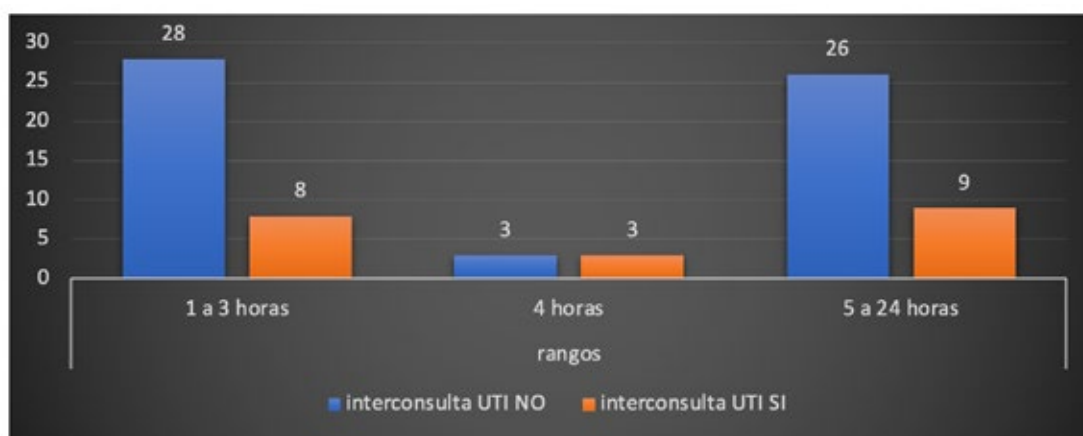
Tiempo para toma de tomografía de cráneo simple
